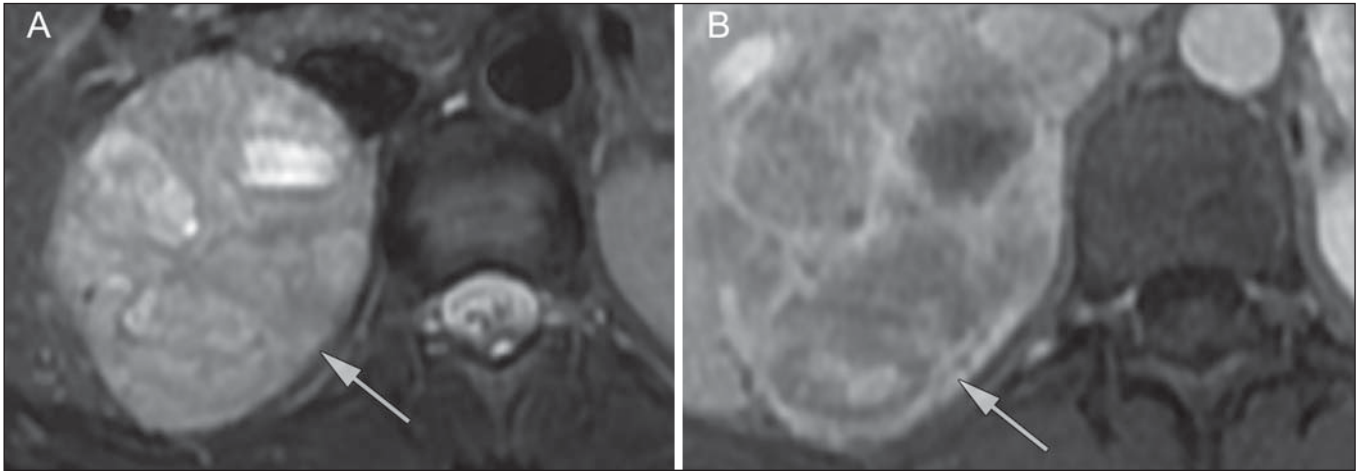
Feocromocitoma (setas). Uma lesão grande e heterogênea é demonstrada nas imagens de RM ponderadas em T2 (A). Componentes císticos e sólidos são identificados nas imagens de RM obtidas após a injeção intravenosa de gadolínio (B). Elevados níveis de catecolaminas foram detectados no plasma desse paciente com feocromocitoma.
